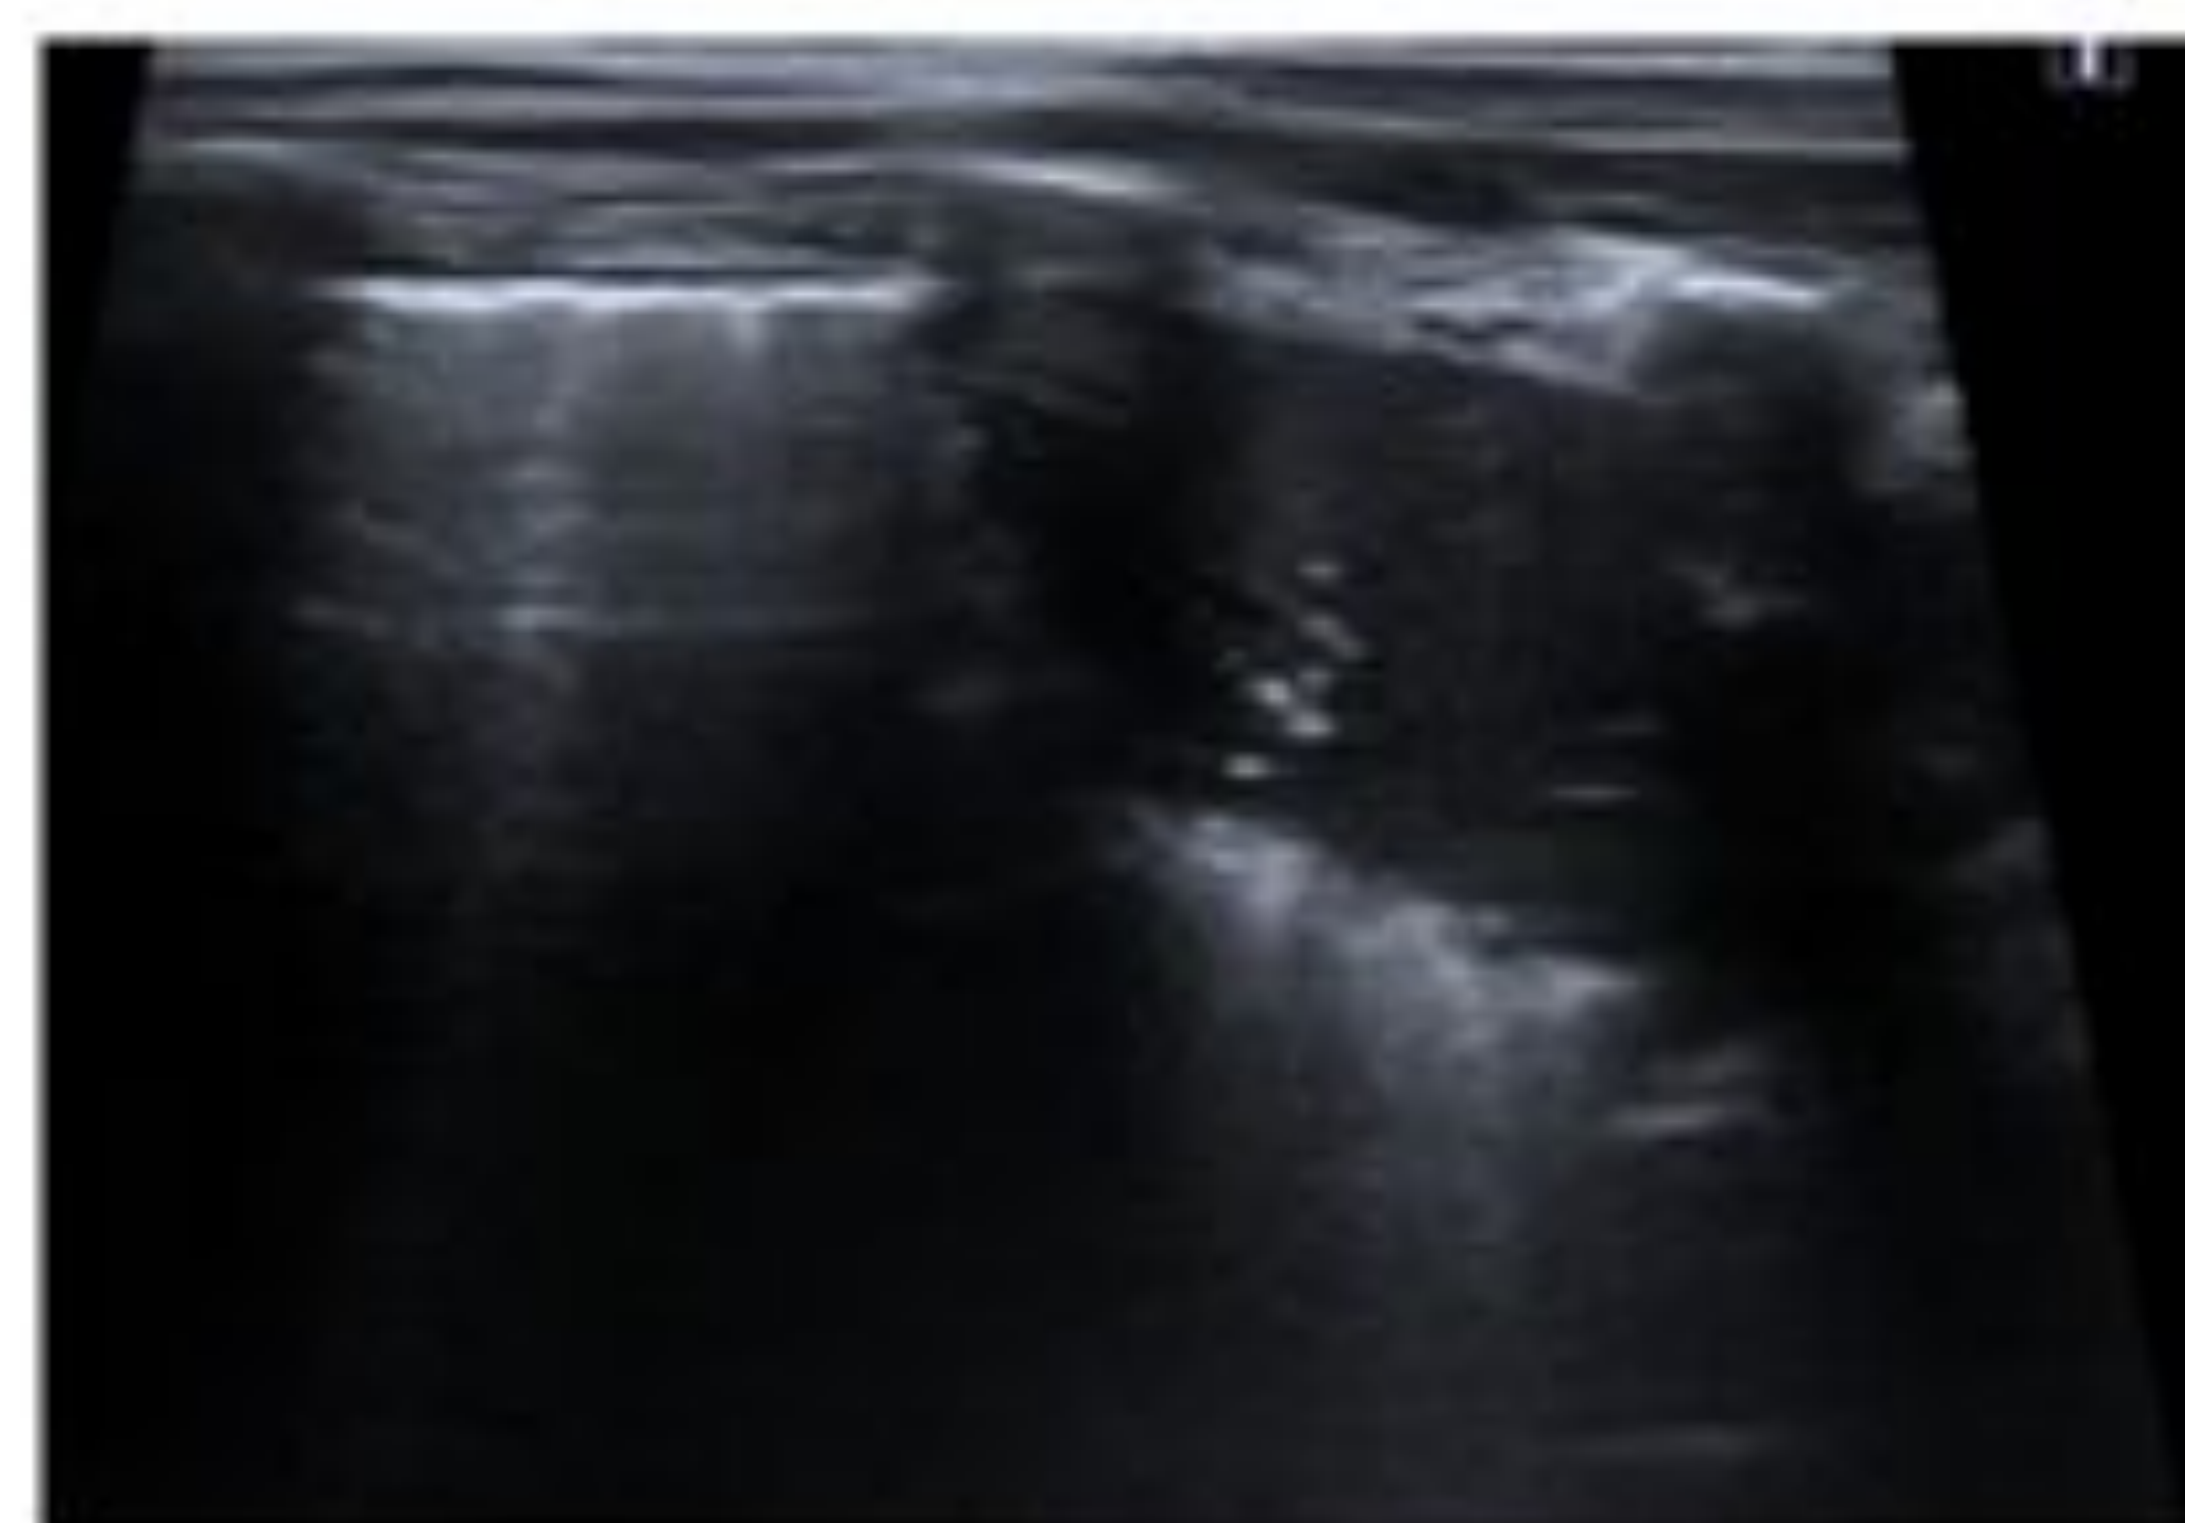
En estos ejemplos podemos ver la similitud entre los hallazgos de Tc y ecografía pulmonar ante una consolidación.
